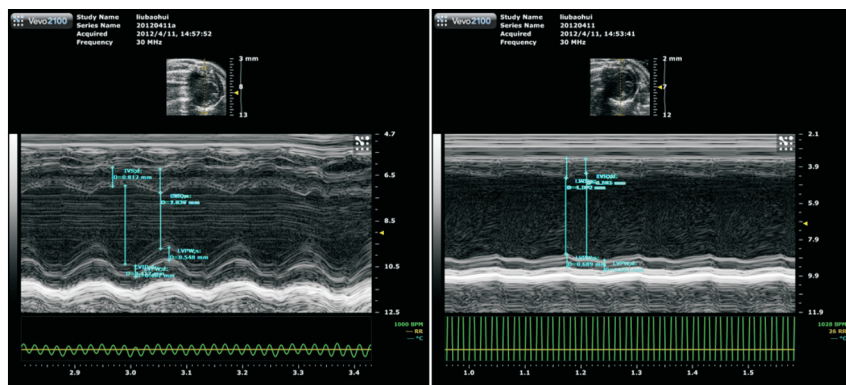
主动脉弓缩窄术后 4 周心脏 M 型超声改变 左为假手术组,右为心肌肥厚模型组。
